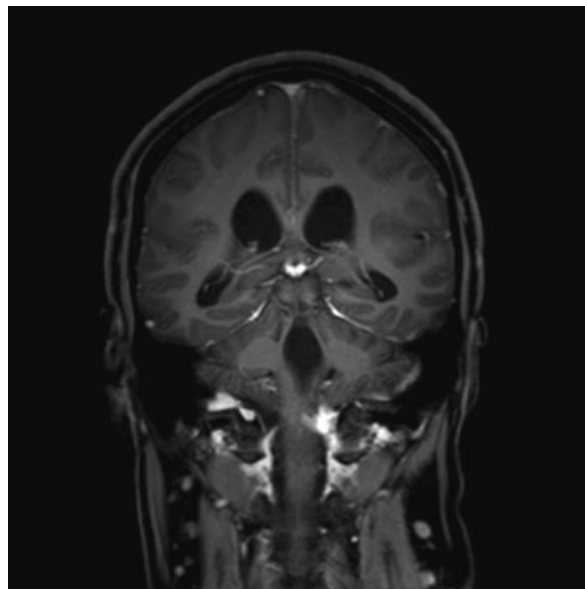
RM de encéfalo pós-operatória ponderada em T1 com contraste, no corte coronal, evidenciando ressecção completa da lesão tumoral, com centralização do tronco encefálico e quarto ventrículo livre.
